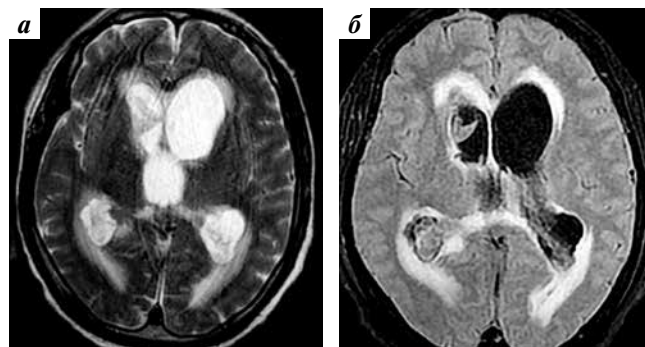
Магнитно-резонансная томография (далее — МРТ) головного мозга от 19.07.2021. Режимы МРТ (аксиальная проекция): а — T2; б — FLAIR. Внутренняя тривентрикулярная гидроцефалия, вероятно, развившаяся вследствие окклюзии на уровне силвиева водопровода, с картиной вентрикулита и интерстициального перивентрикулярного отека белого вещества. Содержимое в переднем роге бокового желудочка правого полушария и атриумах боковых желудочков. Диффузное асимметричное расширение боковых желудочков и диффузное симметричное расширение III желудочка. «Ореол» гиперинтенсивного МР-сигнала на T2- и FLAIR-изображениях по периферии супратенториальных желудочков и водопровода. В пределах венозных сплетений переднего рога желудочка правого полушария и желудочковых атриумов зоны вариабельного ограничения диффузии
